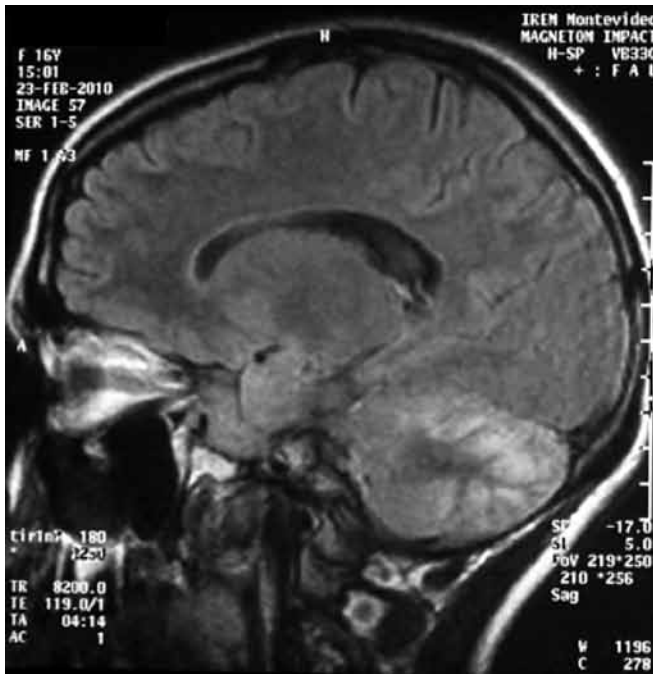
Resonancia magnética, Varicela Zóster.
